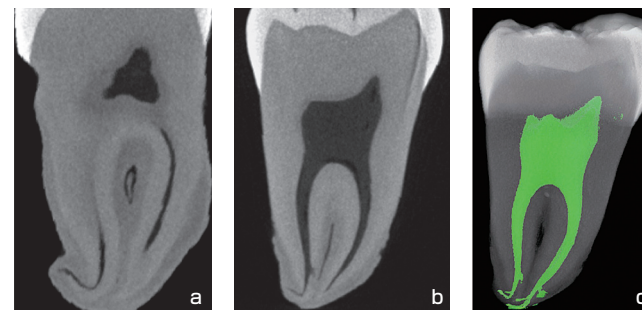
下顎大白歯と上顎小白歯のマイクロ CT 画像
